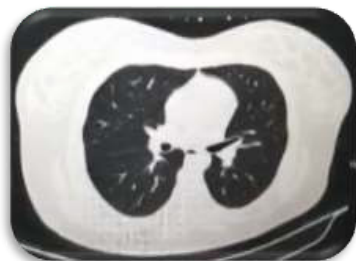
Tomografía de tórax de la paciente
